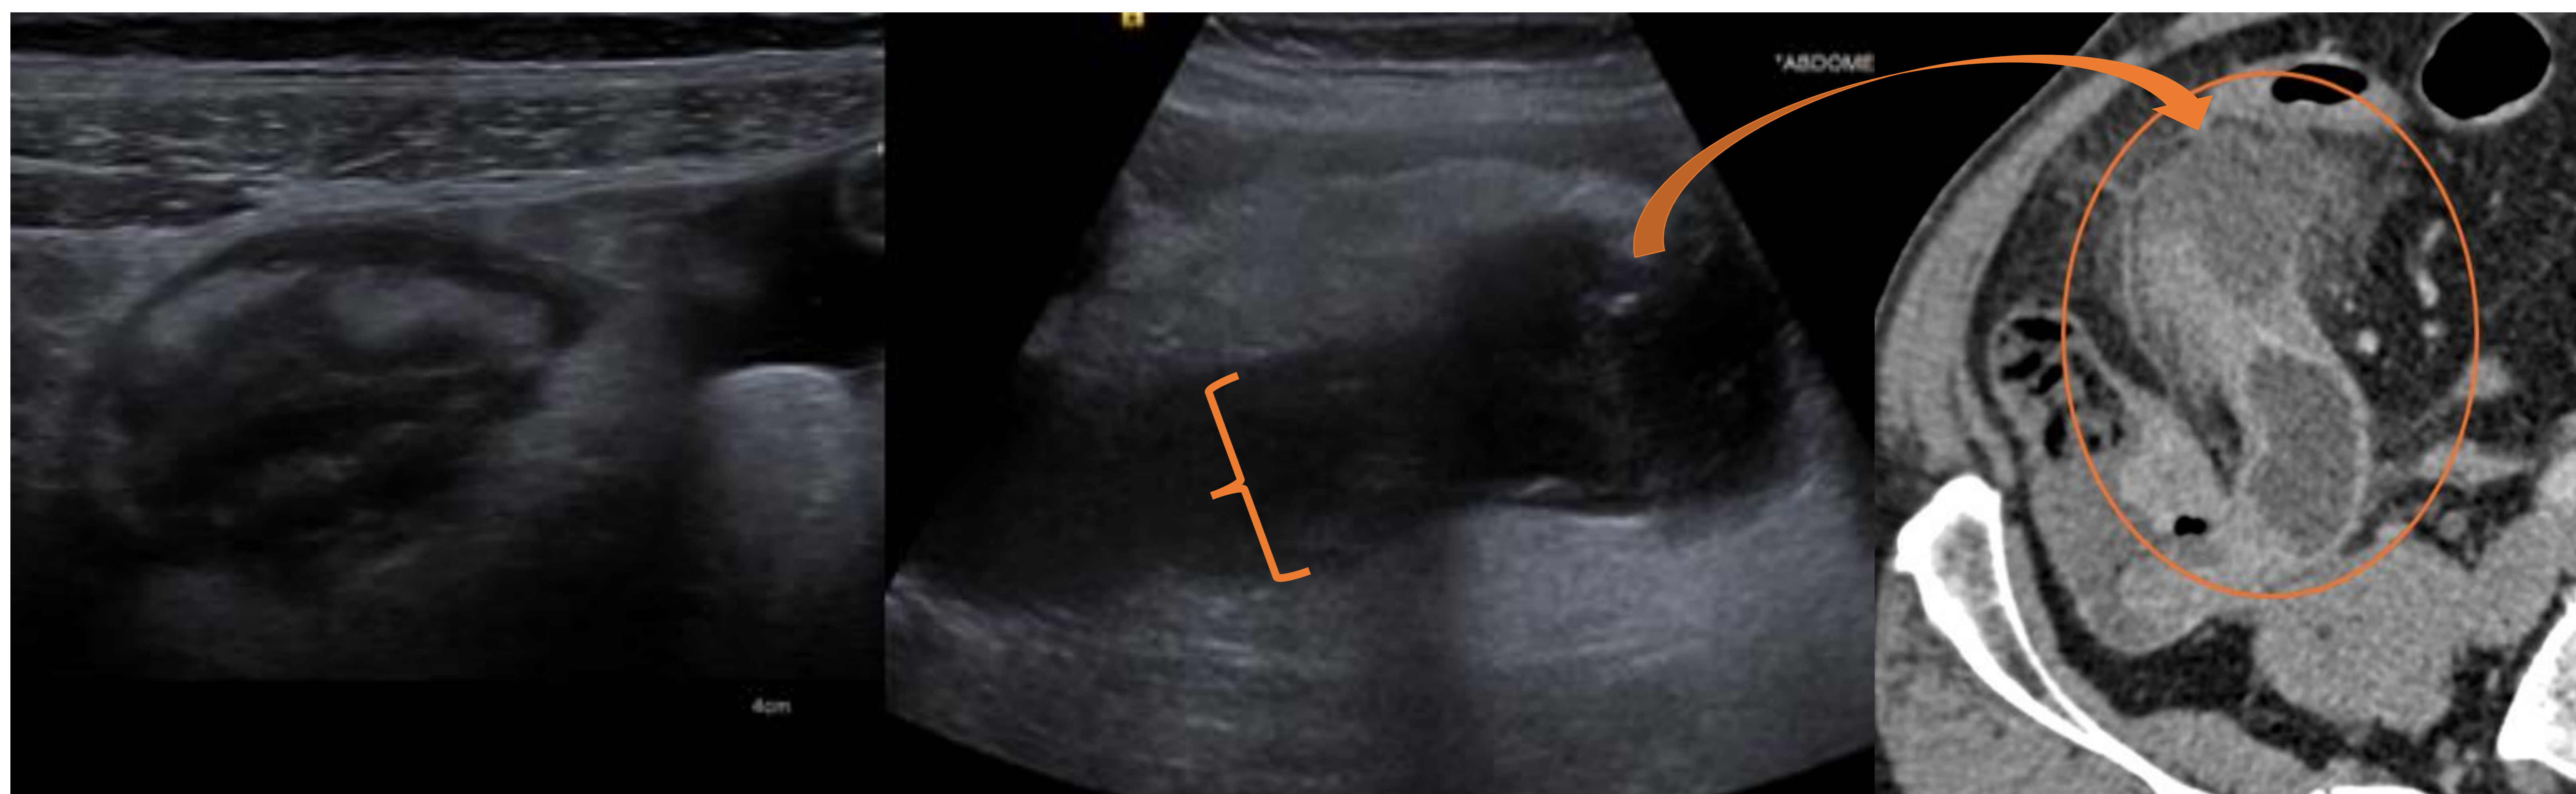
Ecografía: Engrosamiento mural de ciego, identificando apéndice cecal (llave) aumentado de calibre (hasta 21mm) con abundante contenido hipoecogénico en su interior. Desestructuración de su punta con trabeculación de la grasa a ese nivel, que sugiere colección en relación con perforación contenida (flecha). Corte axial de TC con contraste IV: se confirman hallazgos, identificando imagen compatible con mucocele apendicular con perforación contenida en punta.
